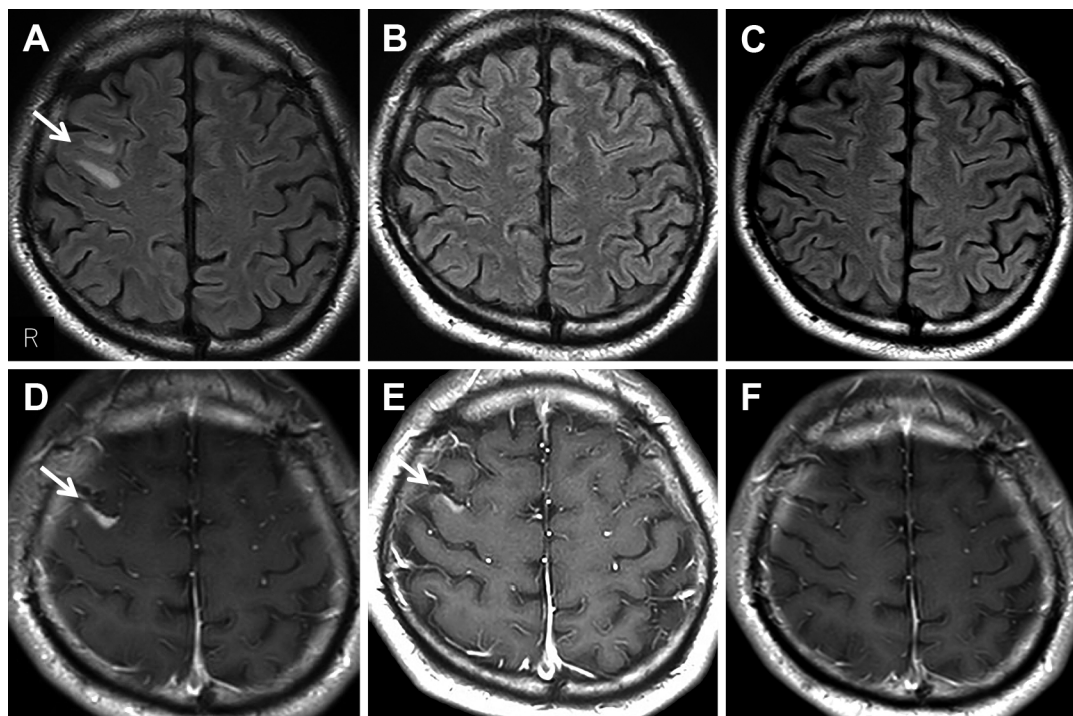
Temporal changes in MRI findings after the operation.
